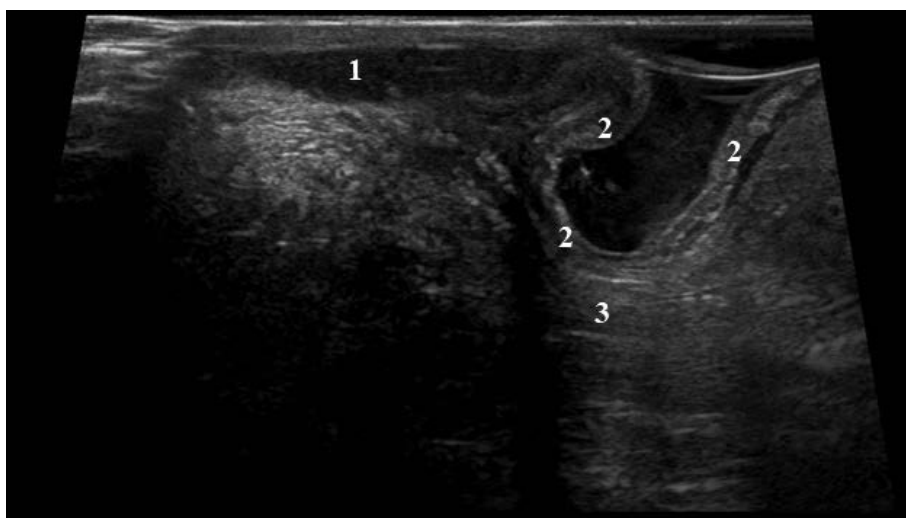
Эхограмма ректоцеле при пробе с натуживанием. ЭРУЗИ в В-режиме, 1 — внутренний сфинктер, 2 — пролабирующая стенка прямой кишки, 3 — стенка влагалища.
